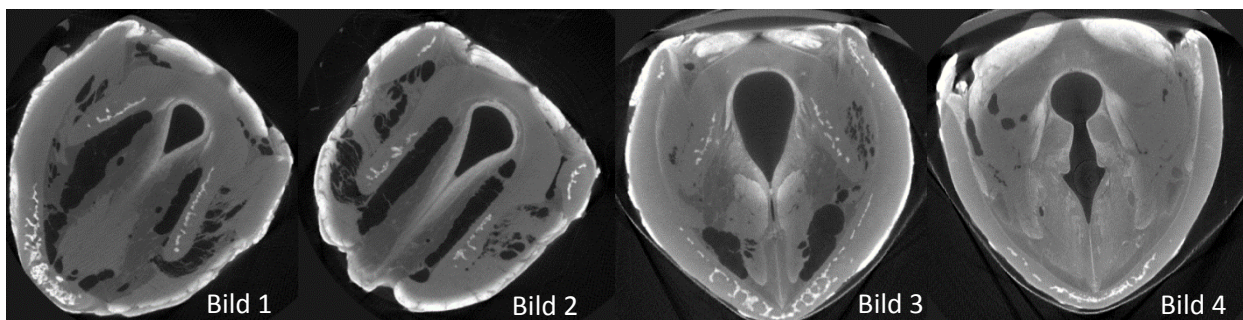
Kontraste im Vergleich; Bild 1 und 2: Mikro-CT des Schweinekehlkopfs in horizontaler Ebene (0,9 % I₂KI); Bild 3 und 4: Mikro-CT des Schweinekehlkopfs in horizontaler Ebene (1,8 % I₂KI)
